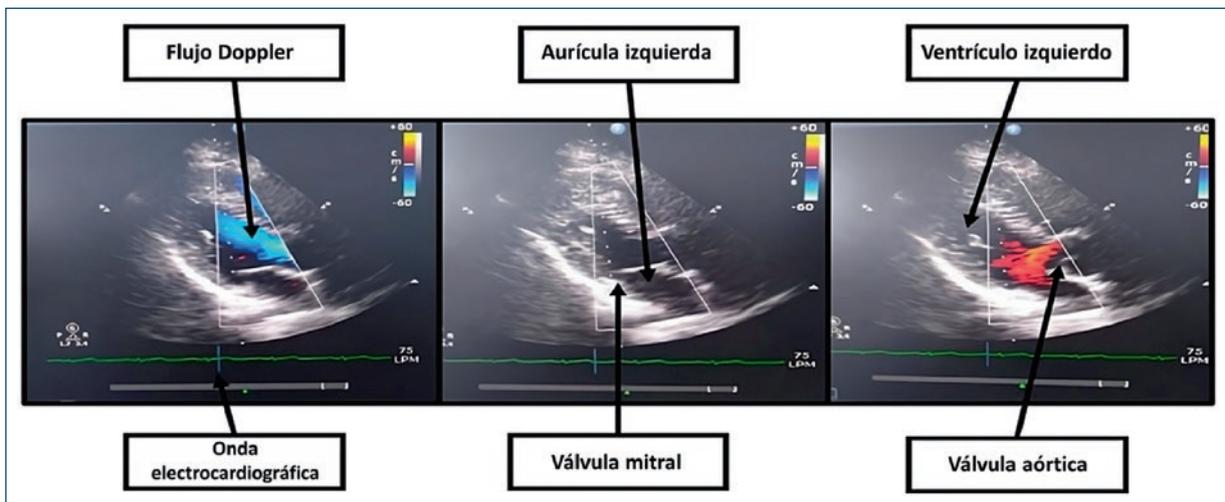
Doppler color en la ventana apical de tres cámaras. Las imágenes muestran la dinámica del flujo cardíaco.
